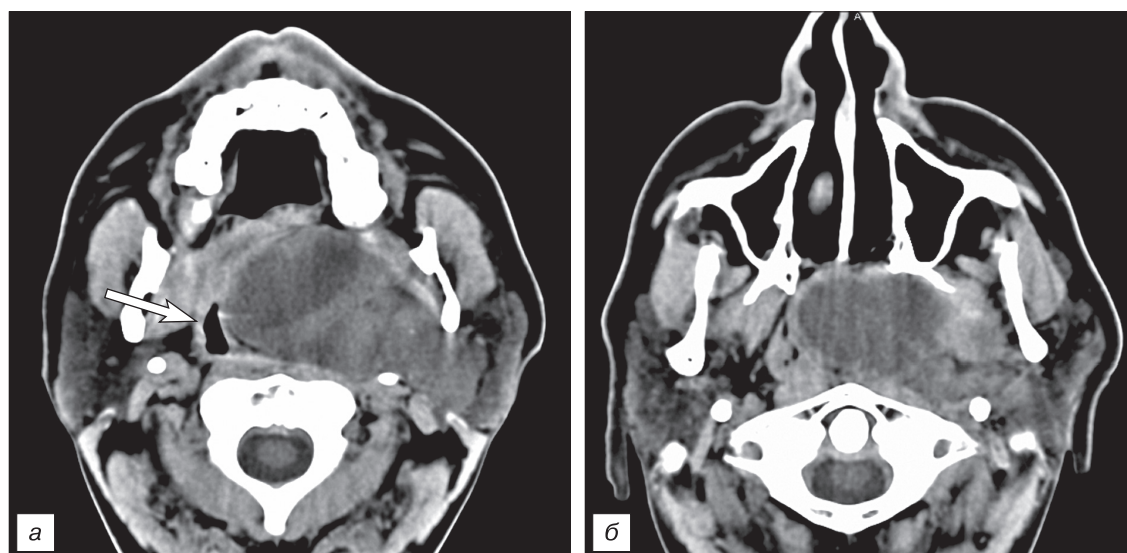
Компьютерная томография без контрастного усиления у больного И., 41 год. Диагноз: плеоморфная аденома глоточного отростка левой ОСЖ.
